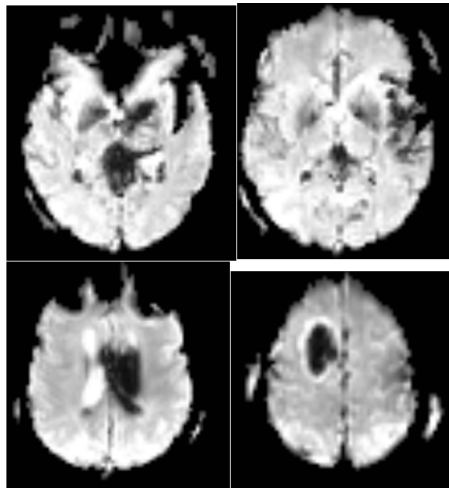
Exemples de séquences DSC-IRM, soumises à des artefacts
